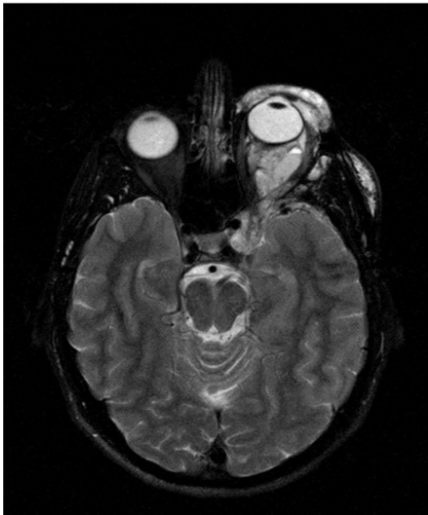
MRT einer lymphatischen Malformation links intra- und periorbital
